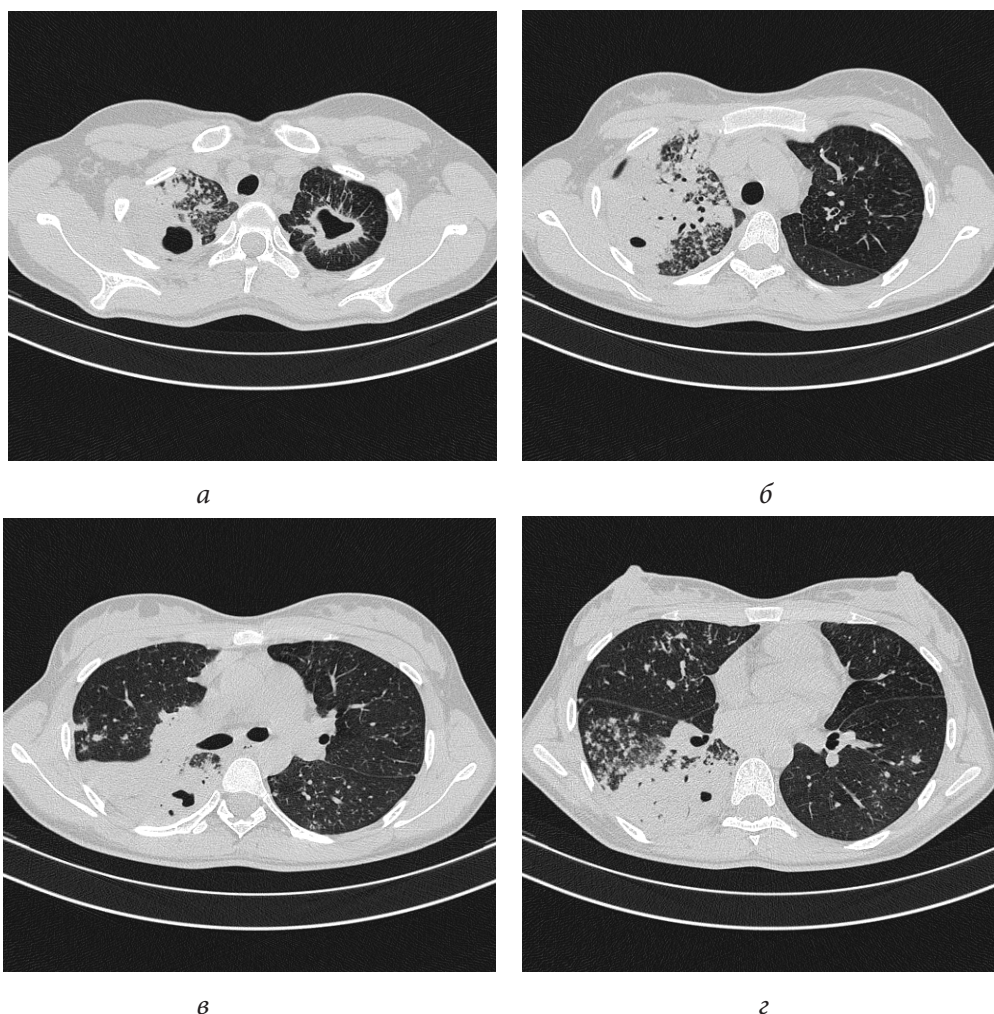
Аксиальные срезы КТ ОГК пациентки в легочном режиме:
